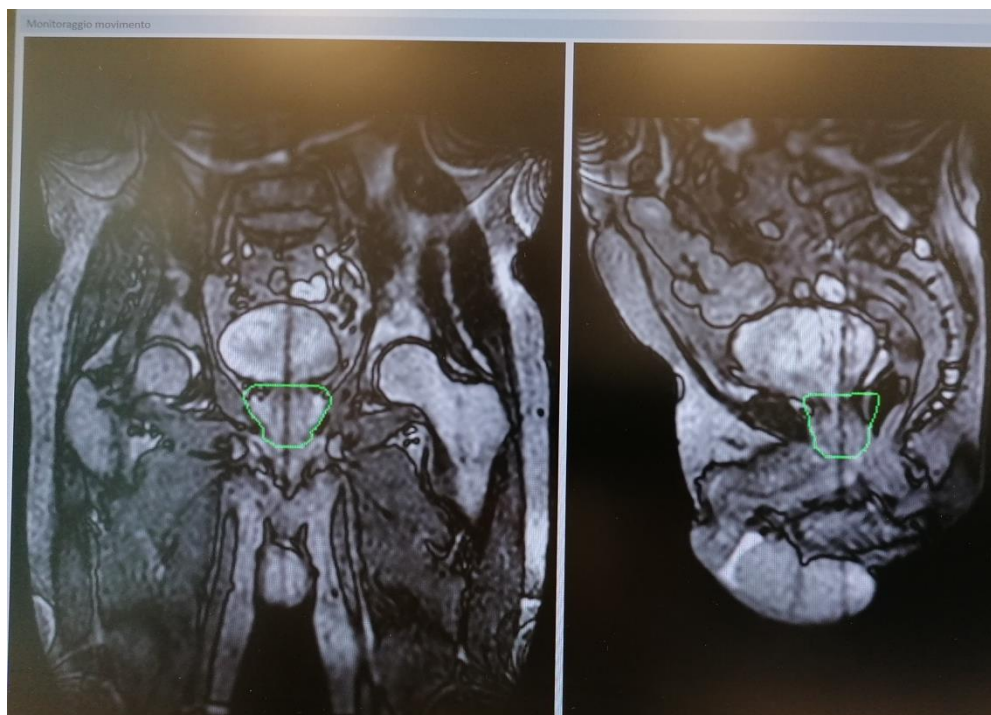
Rappresentazione della sequenza cine-MRI bTFE Cor-Sag Real time (a sn sezione coronale, a dx sezione sagittale). Si nota la linea ipointensa attraverso la vescica e il PTV dovuta all'artefatto da intersezione dei campi.
